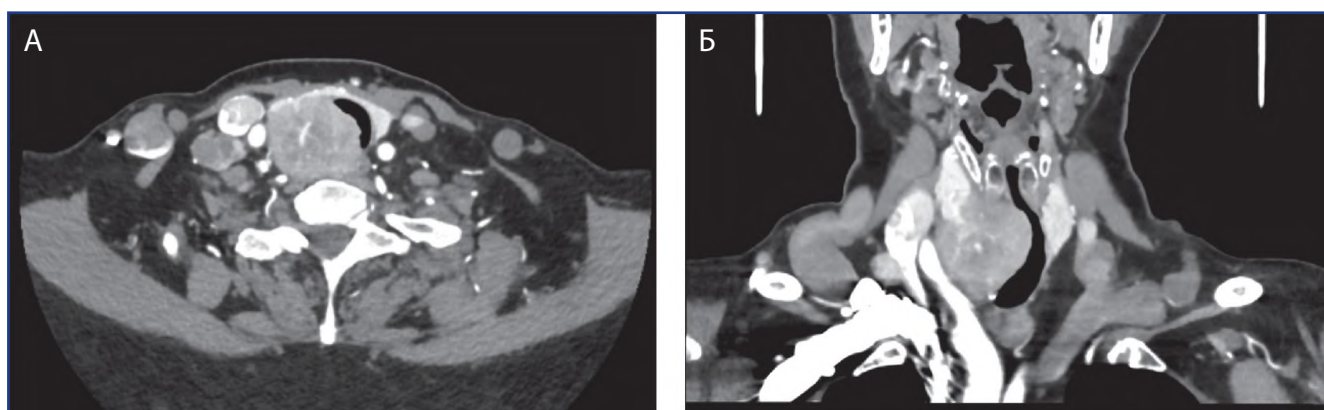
Компьютерная томография образования правой доли щитовидной железы с субтотальным сужением просвета верхней трети трахеи у пациентки Ж, 80 лет: А - аксиальный срез; Б - фронтальный срез
